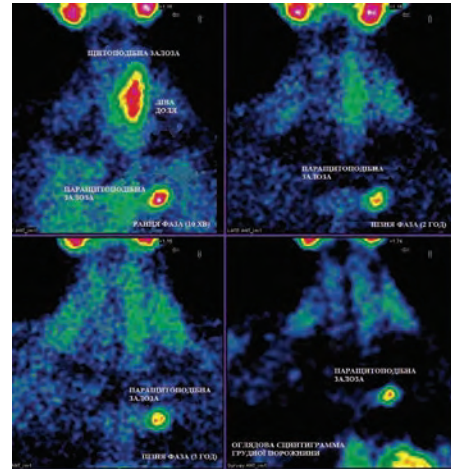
Сцинтиграми пацієнтки В., 35 років: візуалізується ділянка інтенсивно підвищеної фіксації ^{99m}Tc -MIBI в проекції лівої нижньої, розташованої медіастинально, ПЩЗ.
